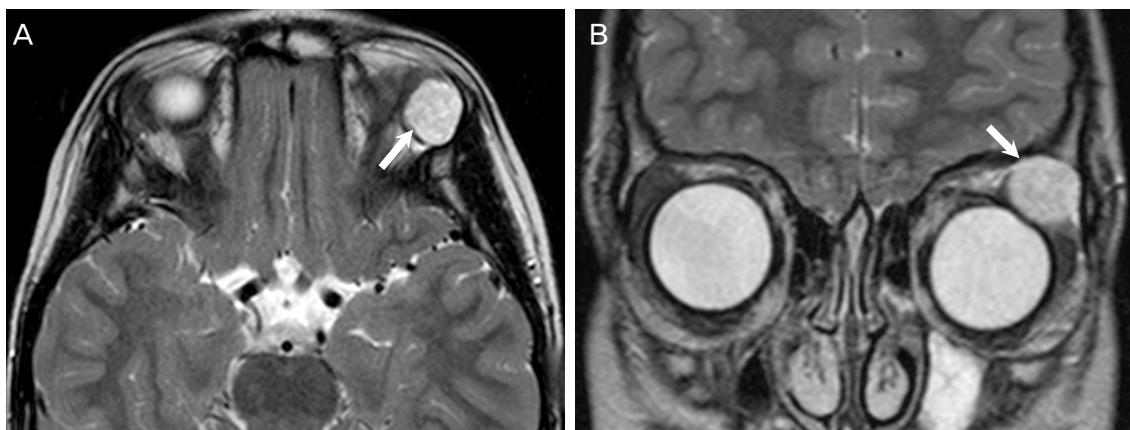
(A, B) Magnetic resonance imaging of the orbit revealed an encapsulated ovoid mass (arrow) originating from the lacrimal gland and protruding into the orbit.
